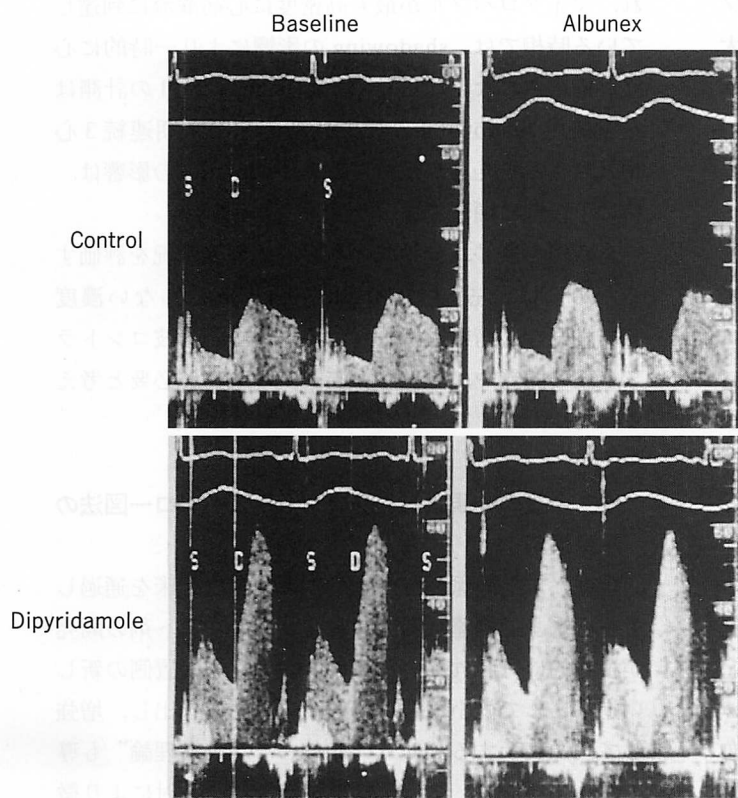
Doppler flow signal augmentation by the injection of Albumex
